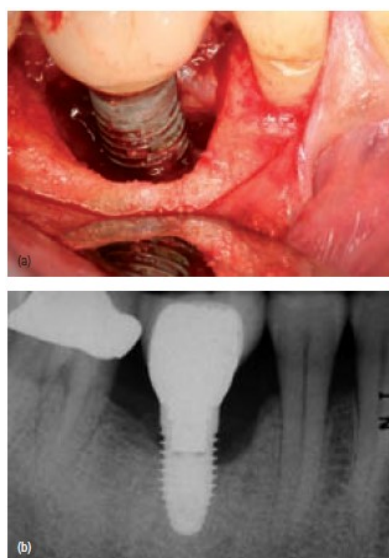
Peri-implantite. (a) Fotografia que mostra um implante a ser afectado por uma peri-implantite; (b) Radiografia periapical do implante apresentado em (a) (Rose&Mealey, 2010).
